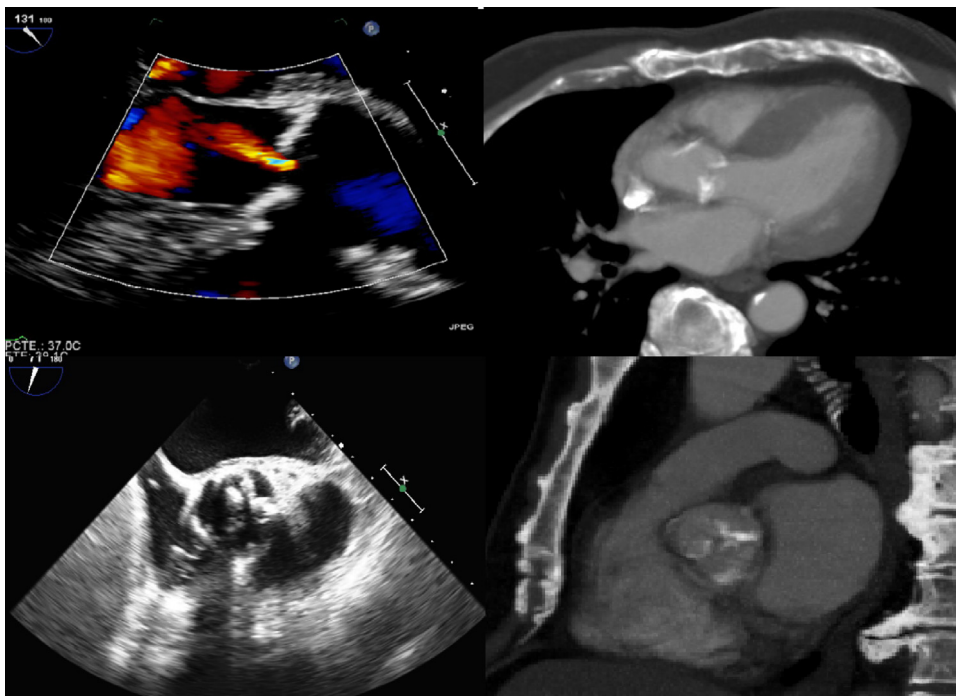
Imagen del tracto de salida del ventrículo izquierdo y válvula aórtica por ecocardiografía transesofágica y tomografía computarizada previas al implante percutáneo de prótesis valvular aórtica. Obsérvese la calcificación asimétrica de los velos y ausencia de calcificación subanular.
